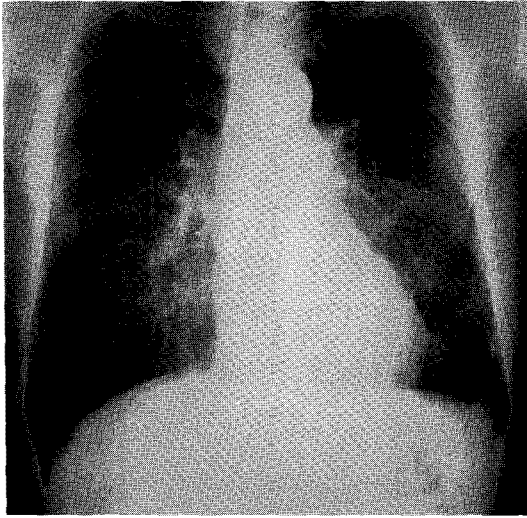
Follow up chest radiography after treatment shows clear up of pulmonary edema and residual reticulonodular densities, which finding indicates post-ARDS fibrosis.
